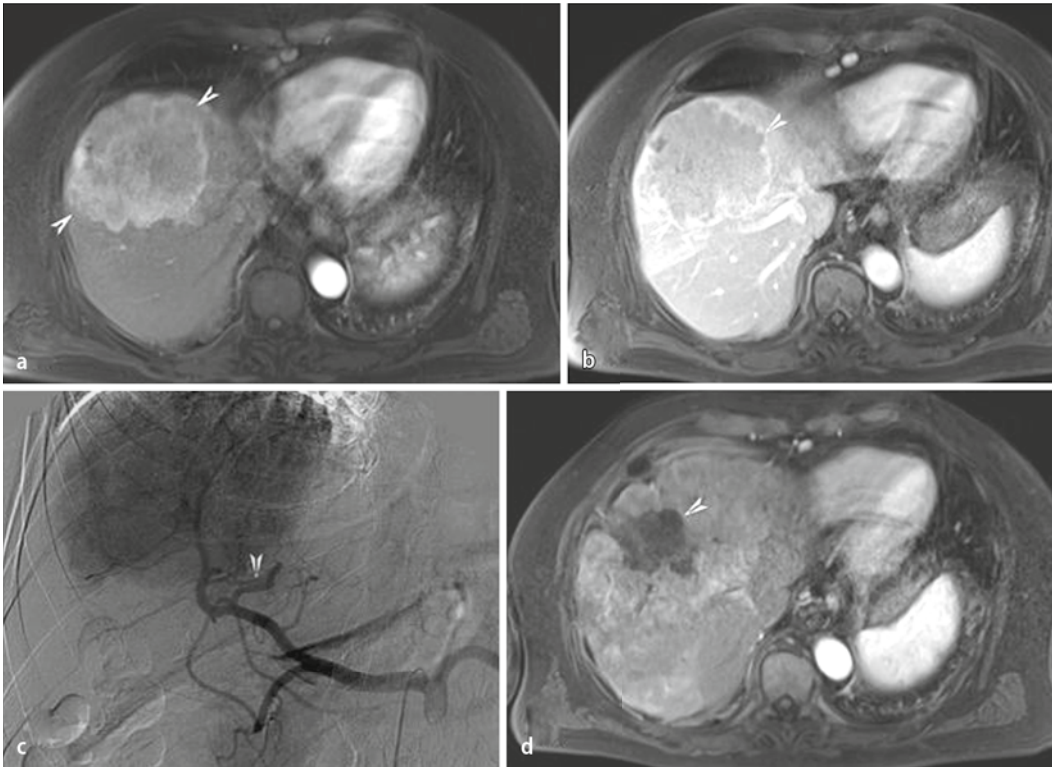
▲ DEB-TACE, Fallbeispiel eines 69-jährigen Patienten mit einem multifokalen HCC auf Basis einer Hepatitis-C-induzierten Leberzirrhose. a Kontrastmittelverstärktes MRT in der arteriellen Phase: hypervaskularisierter, 11 cm im Durchmesser messender HCC-Knoten im rechten Leberlappen im Segment 8. b In der portalvenösen Phase zeigt sich ein deutliches „washout“ des HCC-Knotens. c Übersichtsangiographie mittels Selektivkatheter im Truncus coeliacus mit Nachweis des HCC-Knotens in Segment 8. Die Pfeilspitze markiert die spätere Endposition des Mikrokatheters für die DEB-TACE. Es folgten insgesamt 6 DEB-TACE-Sitzungen mit DC-Beads®, gefolgt von BeadBlocks® bis zur Stase im Tumorgefäßbett. d Kontroll-MRT in der portalvenösen Phase nach Kontrastmittelgabe: nach 20 Monaten noch vollständige Devaskularisation des großen, retrahiert erscheinenden HCC-Knotens ohne Nachweis eines Lokalrezidivs oder neu aufgetretener HCC-Knoten. HCC hepatozelluläres Karzinom
